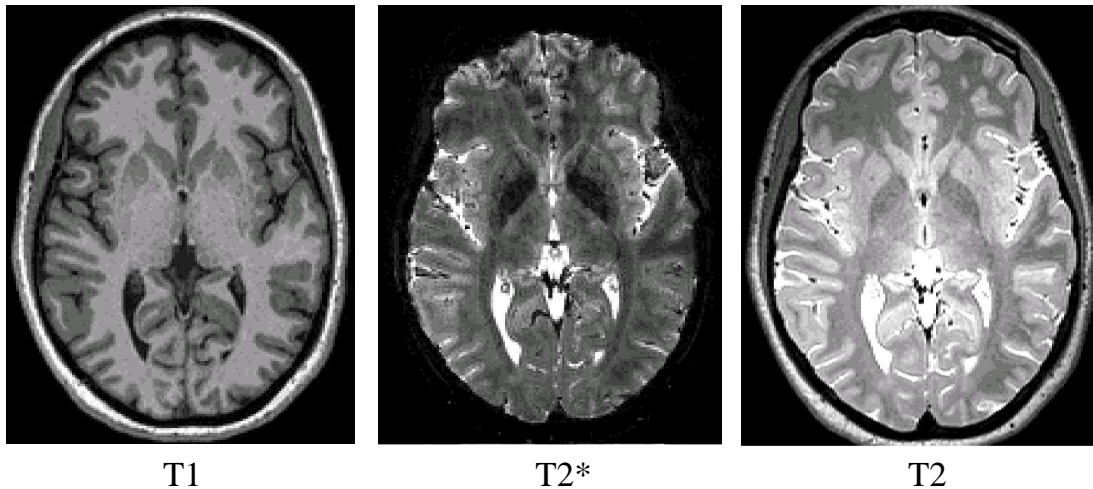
Contrastes anatomiques T_1 , T_2^* et T_2 en IRM.
